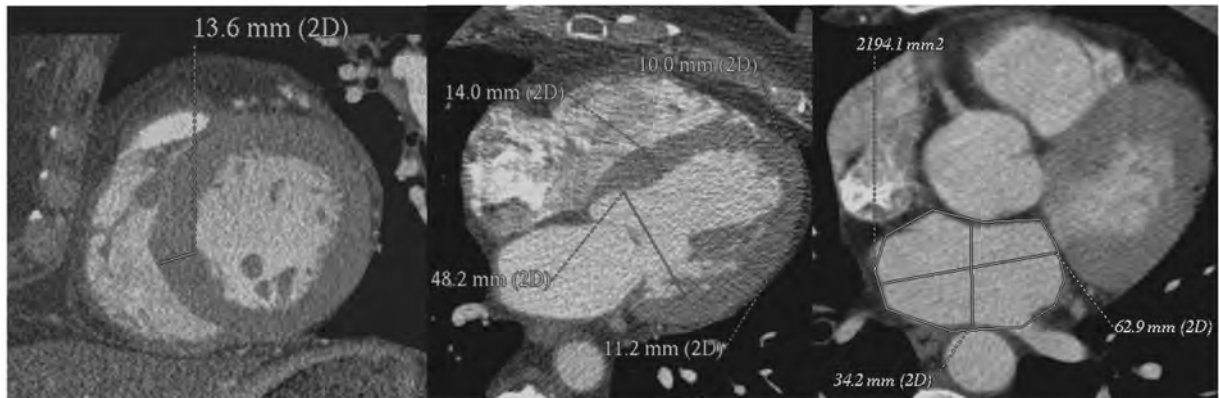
МСКТ-вентрикулографія. Представлено зображення з морфометричними параметрами лівого шлуночка та передсердя з урахуванням відповідних схем їх виміру: а) вимір товщини стінки міжшлуночкової перетинки (Тс МШП) — коротка вісь ЛШ на рівні папілярних м'язів; б) виміри — поперечника ЛШ, Тс МШП, верхівки та задньої стінки — горизонтальна довга вісь ЛШ в чотириохкамерному зображенні; в) виміри — поперечника ЛП, довжини ЛП та його площі
